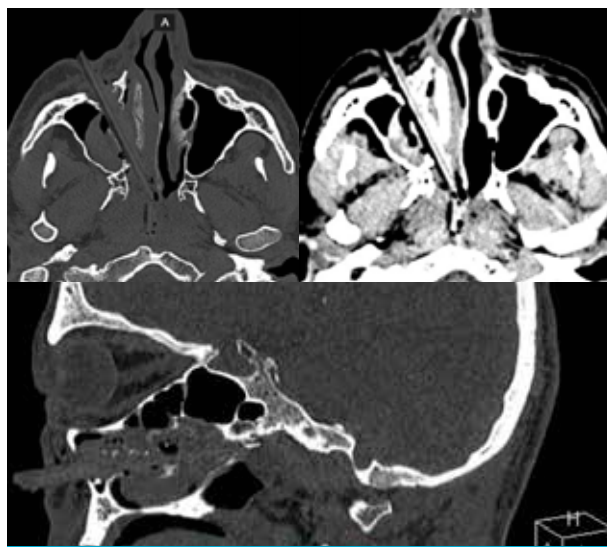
МСКТ пациента с повреждением лицевого скелета инородным телом.
